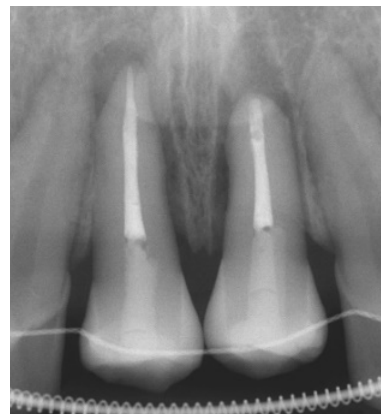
자가치아이식술 후 #11, 21 치근단 방사선 사진 및 임상 사진
